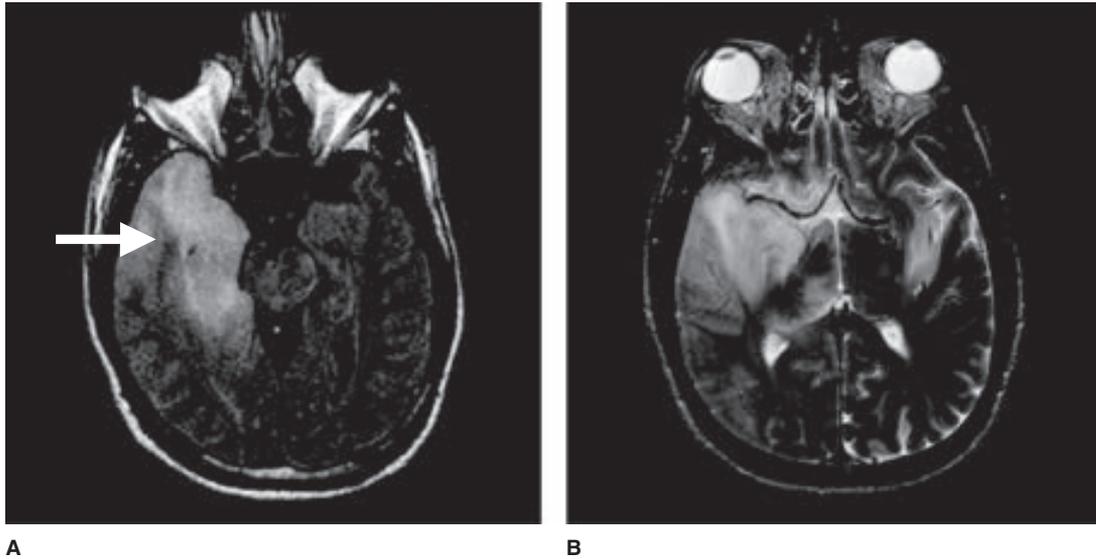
Imágenes por resonancia magnética en la encefalitis por herpes simple. Las secuencias FLAIR I (A) y T2 (B) muestran un leve efecto de tumoración, pérdida de diferenciación entre materia blanca y gris debido al edema, y la afectación característica del lóbulo temporal en la imagen izquierda (flecha). La imagen T2 muestra que también hay afectación en el lado opuesto. (Cortesía de J. Handwerke.)
